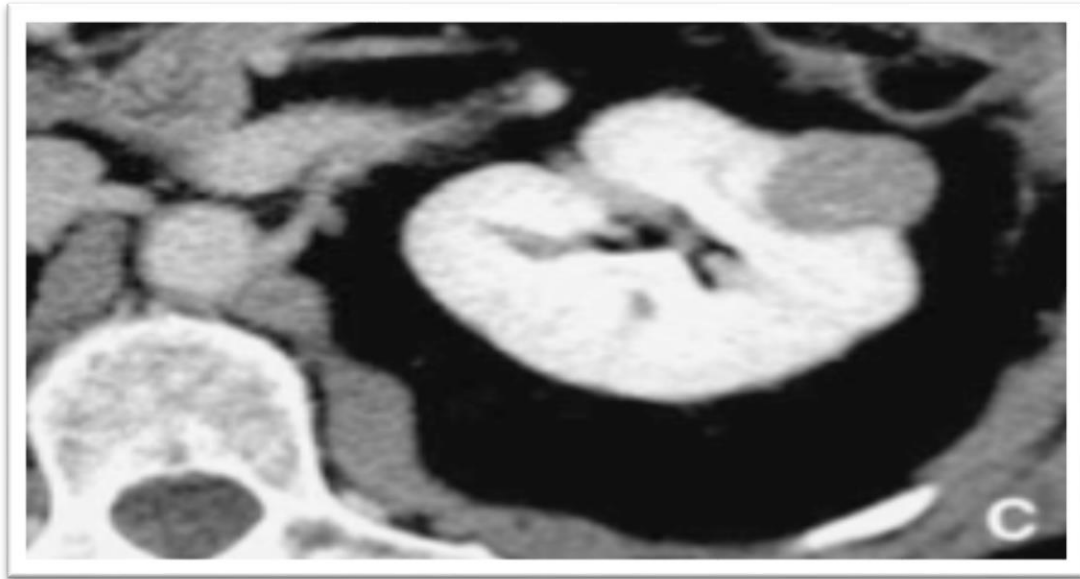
TDM rénale au temps parenchymateux
